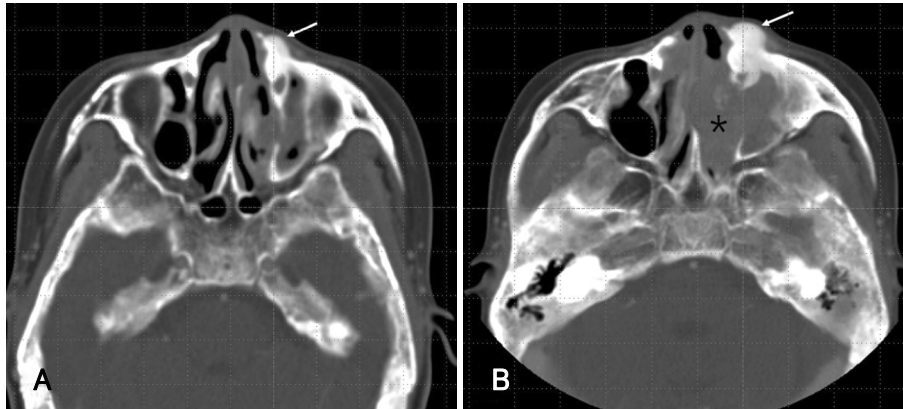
Axial view of CT scan at first visit (A) and axial view of CT scan taken 2 years later (B). Bony mass of the left frontal process of maxilla was increased (arrow), and mildly enhanced soft tissue mass (asterisk) was filling the left maxillary sinus and the nasal cavity.
